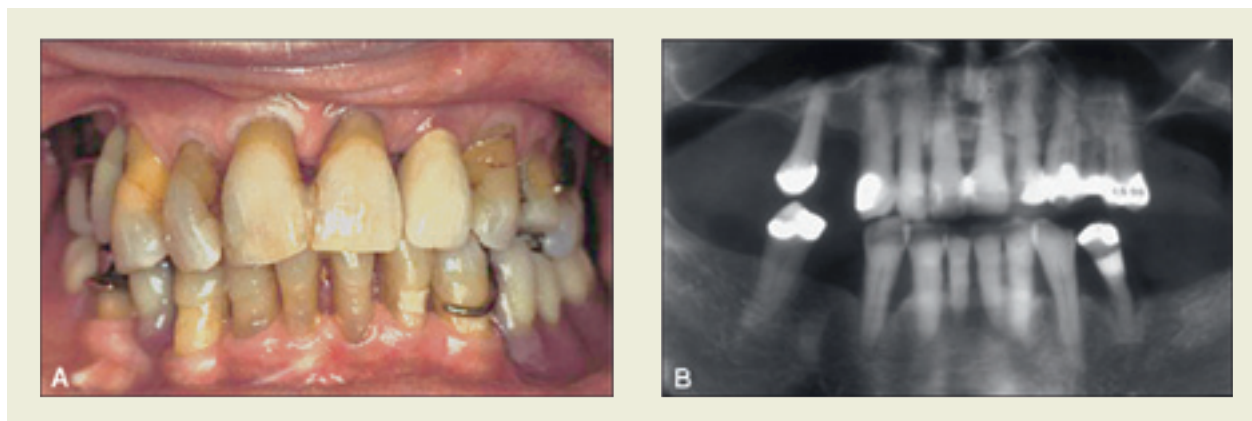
Klinisk bild (A) och röntgenbild (B) av 73-årig patient der det planerades extraktion av samtliga tänder i över- och underkäke för att ersätta dem med implantat.
